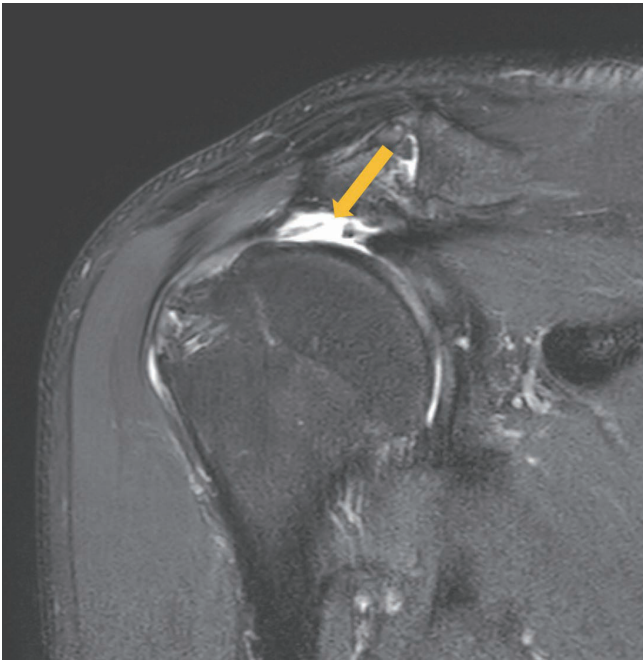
Oblique coronal fat-saturated T2-weighted image (TR/TE = 3000/80) of a 56-year-old female without symptom shows a full thickness, fluid-filled (arrow) re-tear of the supraspinatus tendon 4 years after rotator cuff repair. TE = time to echo, TR = time to repetition
